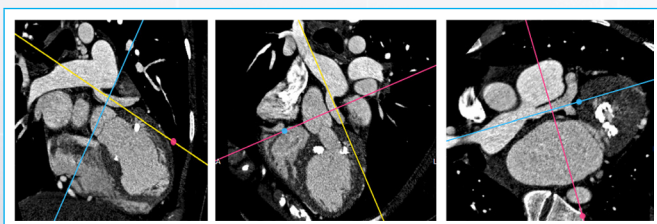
Angio Tomografía Coronaria: Coronaria Derecha dilatada, tortuosa. Origen de Coronaria izquierda en Arteria Pulmonar.
